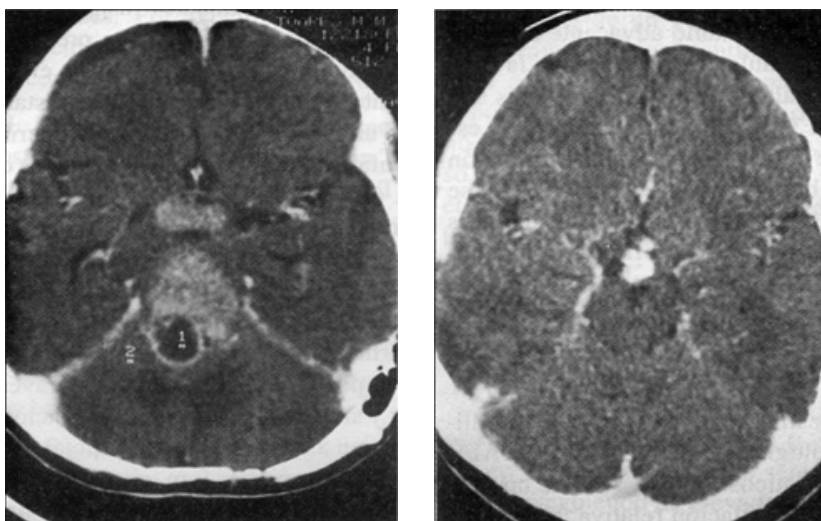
Caso 2. TC contrastada pre-RT (izquierda) que muestra dos lesiones homogéneamente hipercaptante en las regiones pineal y supraselar. TC contrastada post-RT (derecha) que evidencia la resolución de las lesiones.
